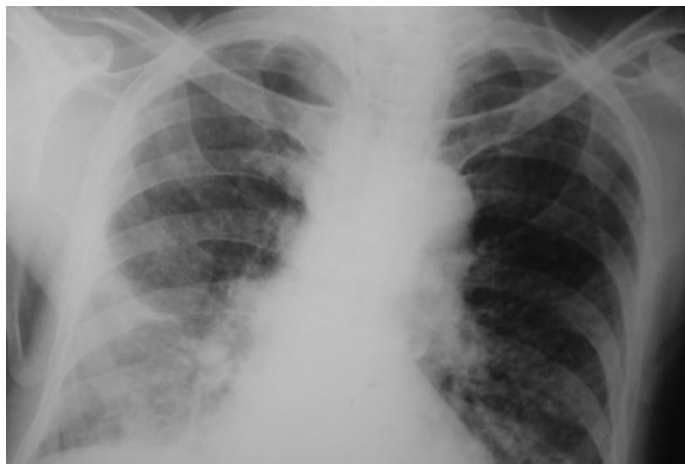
Обзорная рентгенограмма ОГК. Синдром диффузной диссеминации. Мелкоочаговая диссеминация. Пневмокониоз
